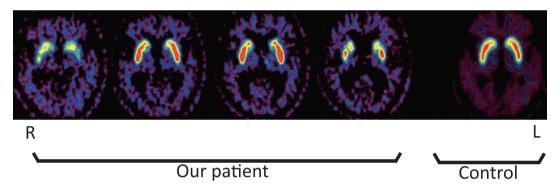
Dopamine PET findings of the patient.
